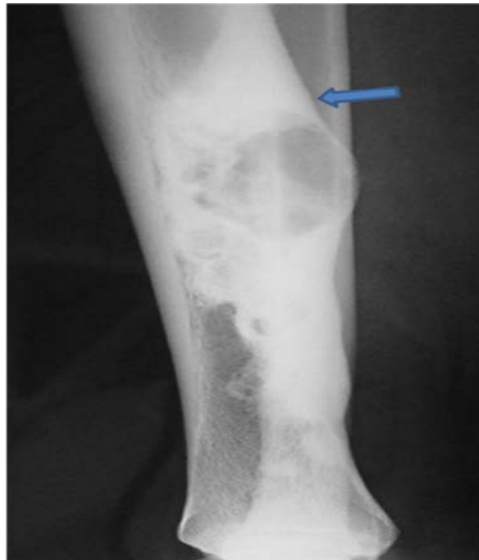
Radiographie standard de la jambe droite de profil : ostéoblastome. Lésion lytique intracorticale avec ostéosclérose marginale associée à un élargissement cortical au point de raccordement de la lésion (flèche).
